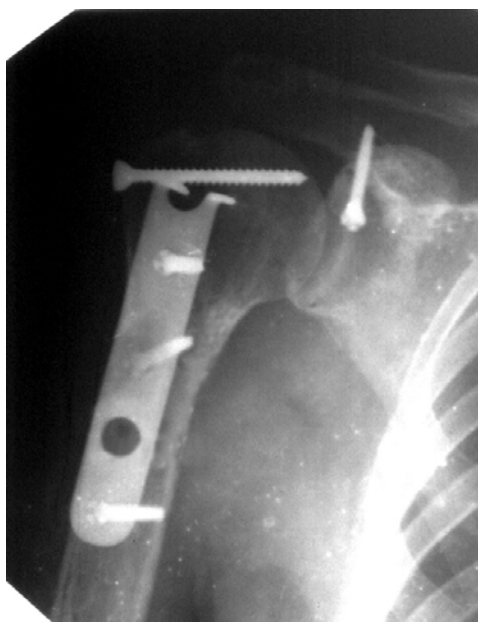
Фотоотпечаток с рентгенограммы правого плечевого сустава больной Р. 61 год, И/Б №774 через год после операции, передне-задняя проекция.
